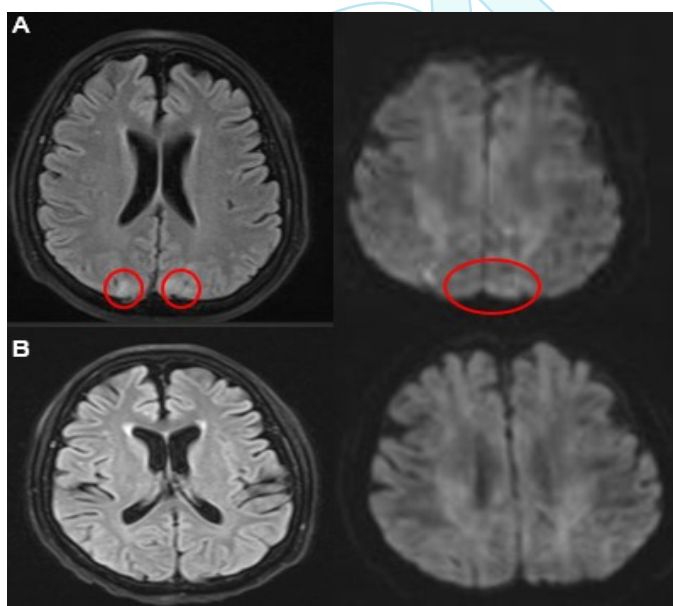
Resonancia Magnética de encéfalo. Secuencia FLAIR y Difusión.
